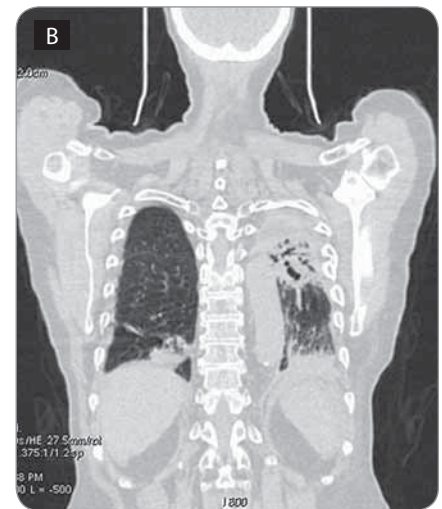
Coronal CT image (lung window).
